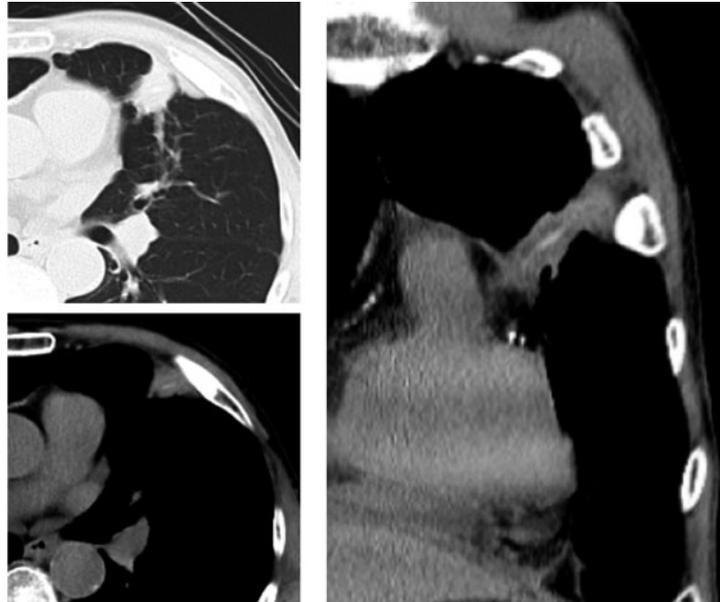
胸部単純CT所見. 左肺S⁵に心膜付近から胸膜直下まで連続する辺縁不整な不整形腫瘍を認めた. 内部に線状の高吸収域を認めた.
